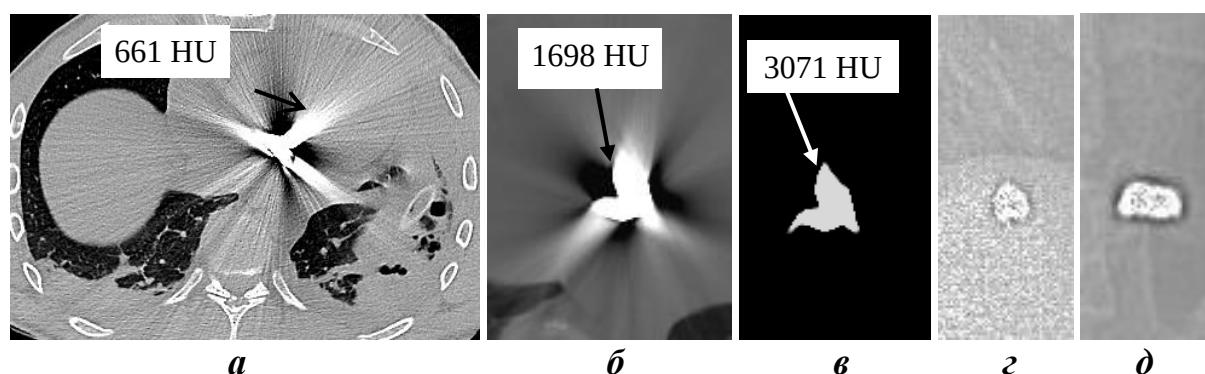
Слепое ранение правого желудочка сердца. На КТ металлический осколок создает артефакты второго вида:
